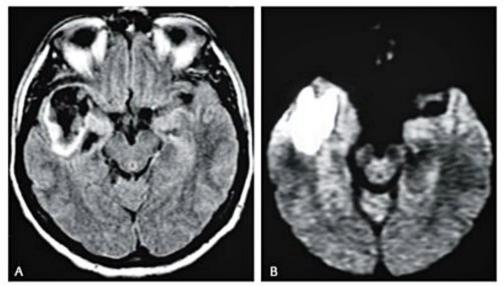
Cisto epidermoide. Imagem de RM no plano axial utilizando-se a técnica FLAIR (A) demonstra lesão cística na região temporal direita, com sinal próximo do liquor central e hipersinal periférico. A sequência de difusão (B) mostra hipersinal exuberante na lesão, sugerindo o diagnóstico de cisto epidermoide.
